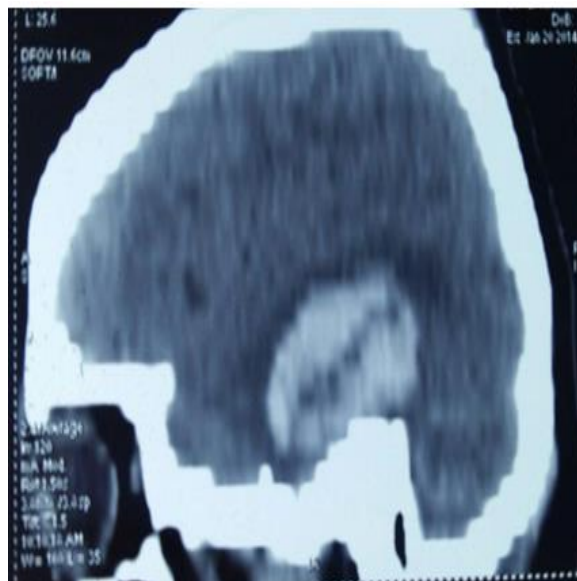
НСГ и КТ головного мозга. Округлые очаги ушиба 3-го вида перивентрикулярной области
